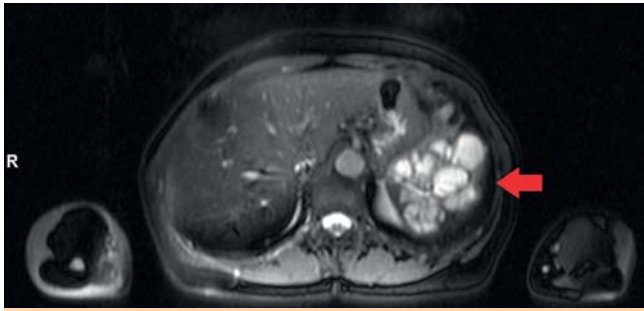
Milzzyste in der Abdomen-CT, 8 Jahre nach Erstbefund.
